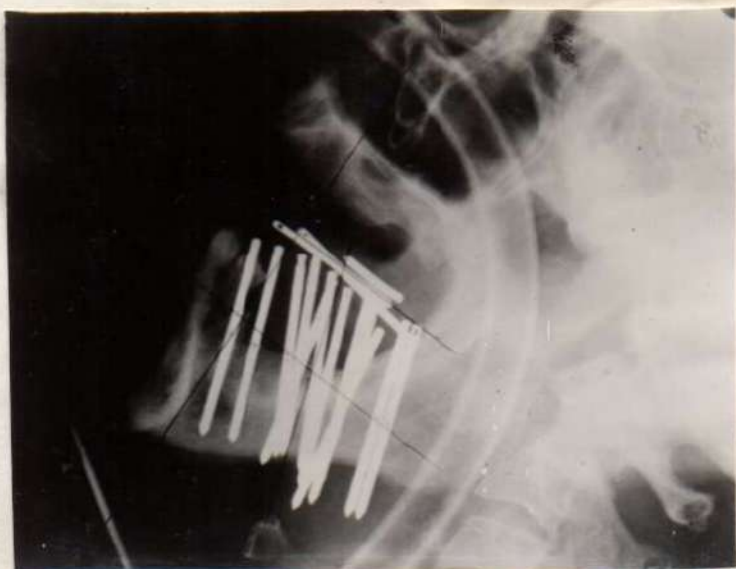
Radiografías de implantación de agujas de Radium en dos planos.
